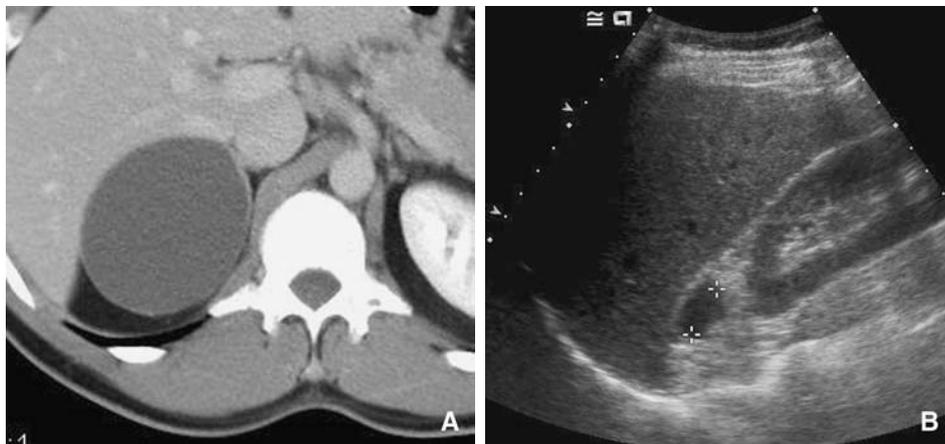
Kyste surrénalien TDM et échographie
